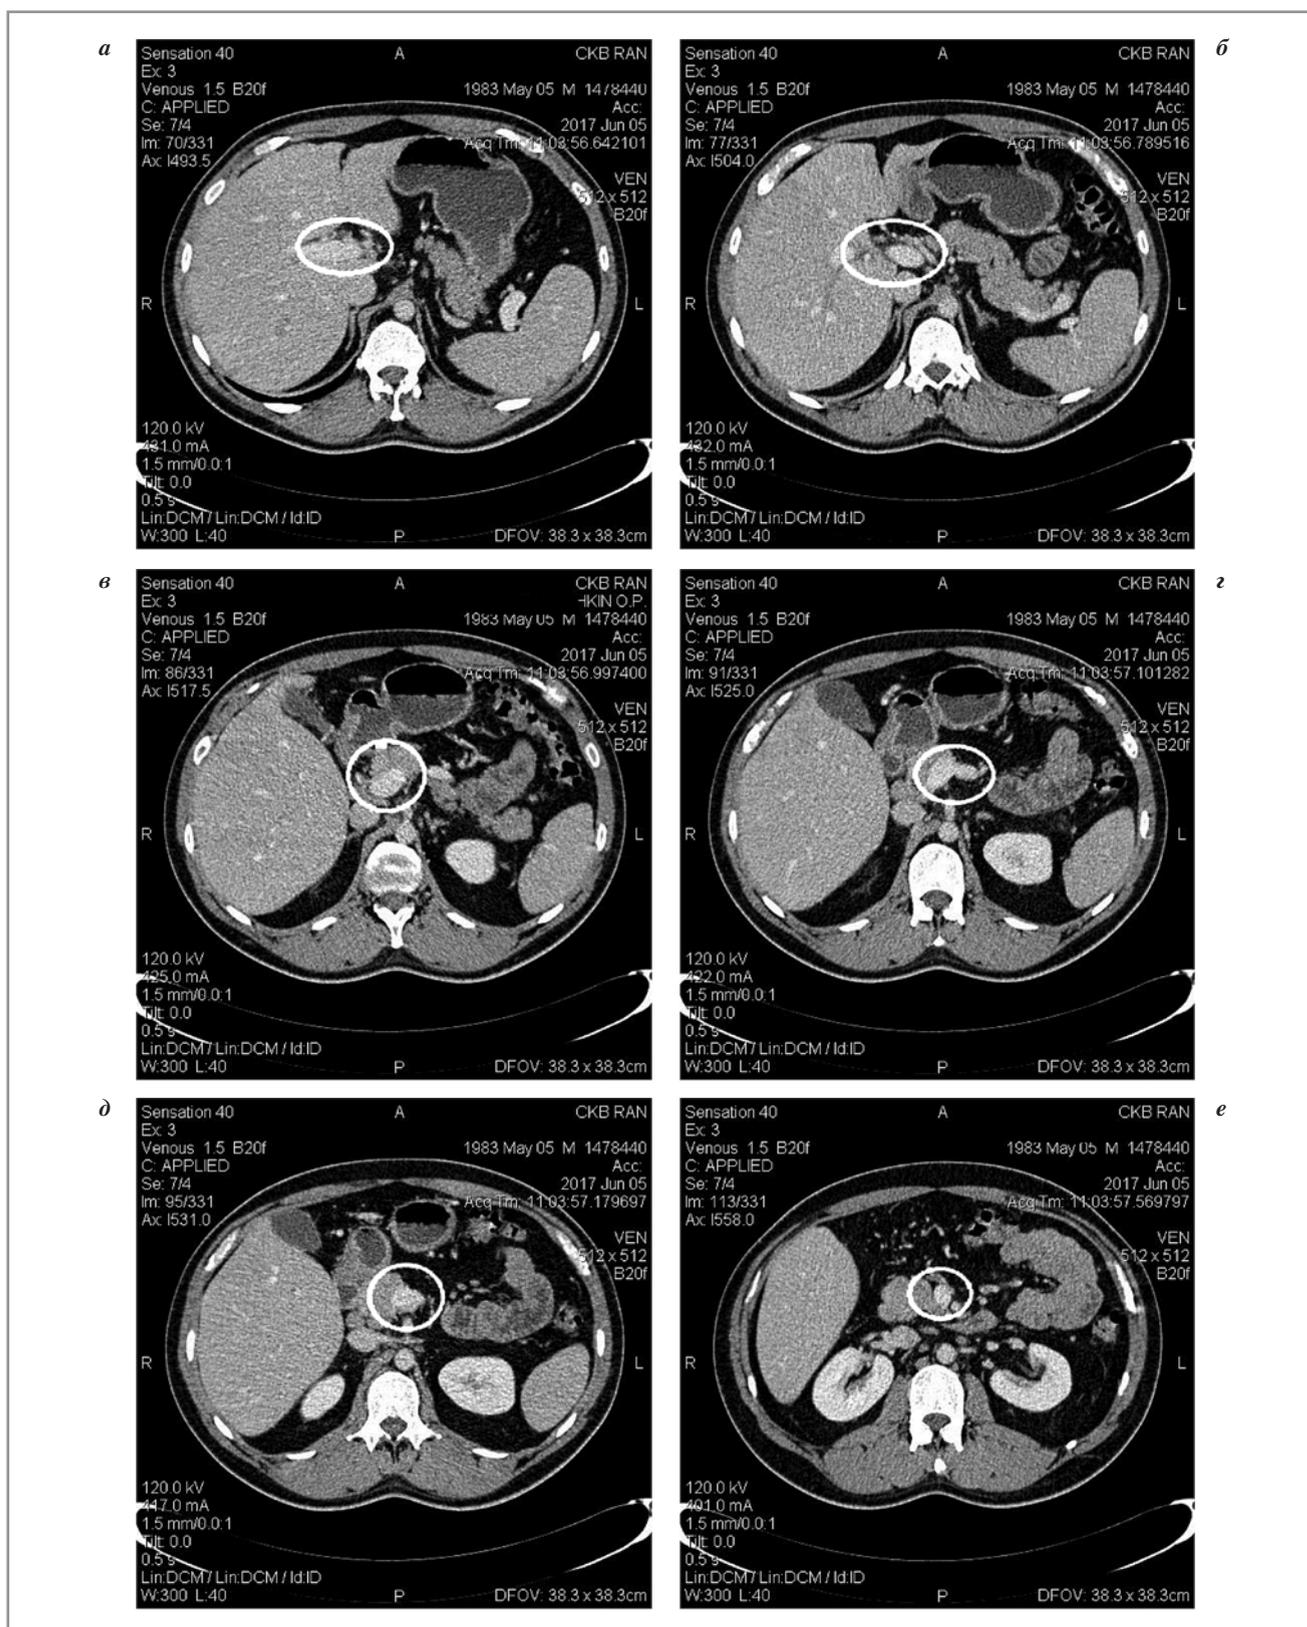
МСКТ брюшной полости. Визуализируется: *а* – воротная вена; *б, в, г, д* – селезеночная вена; *е* – верхняя брыжеечная вена.
